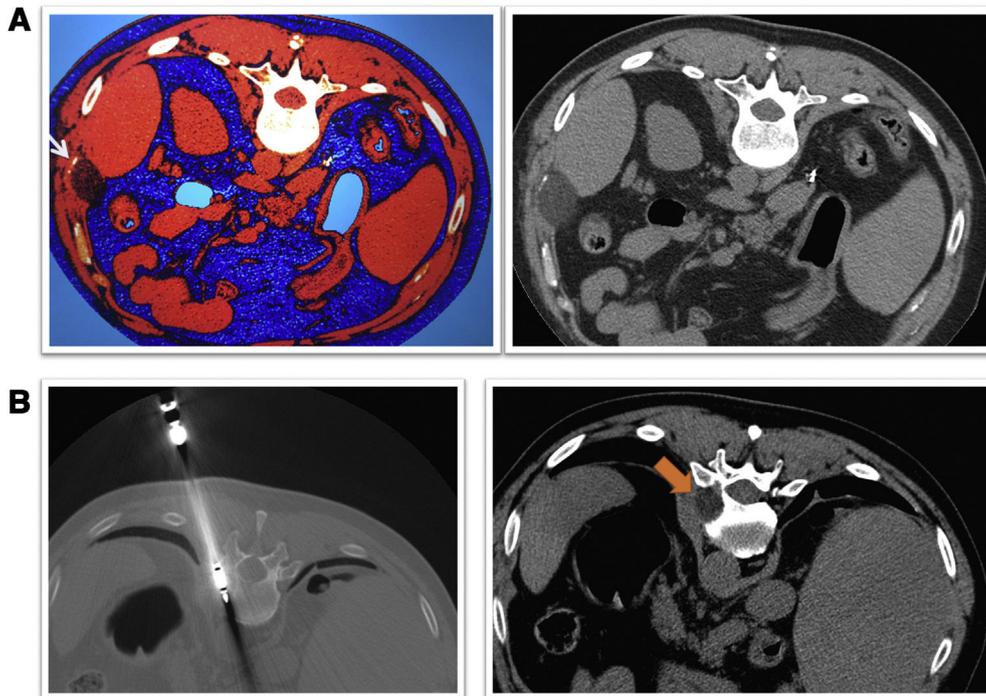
A) Tomografía computarizada abdominal en decúbito prono en paciente con cáncer renal y metástasis costal tratada con crioablación, en la que se identifica la bola de hielo hipodensa (flecha). B) Tratamiento con crioablación de una metástasis vertebral (mismo paciente) que asocia componente de partes blandas, identificándose la bola de hielo hipodensa (flecha).
